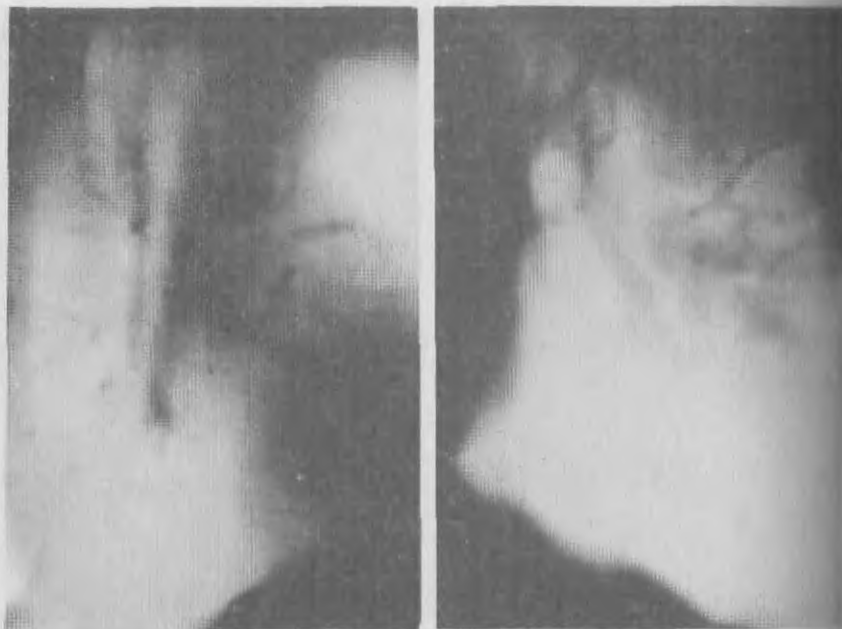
Боковая томограмма правого легкого больного с доказанным пункционно и оперативно периферическим раком нижней доли правого легкого диаметром более 6 см. Бугристые прочерченные контуры; некоторая нечеткость видна лишь у передне-нижнего полюса опухоли.
